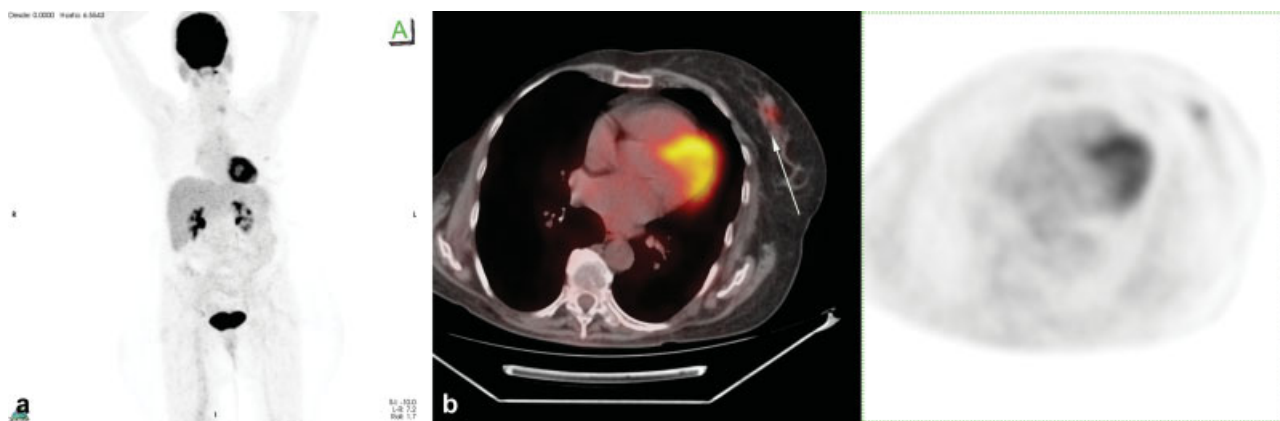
Mujer de 62 años con cáncer de mama derecha en estadio II, mastectomía radical modificada y PQT. Marcadores tumorales en aumento, TC no concluyente. ^{18}F -FDG PET/TC para re-estadificación que muestra como hallazgo lesión focal hipermetabólica en mama izquierda. Cirugía: segundo tumor mamario contralateral. (a) Imagen MIP del PET. (b) Fusión plano axial captación focal en mama restante izquierda.
